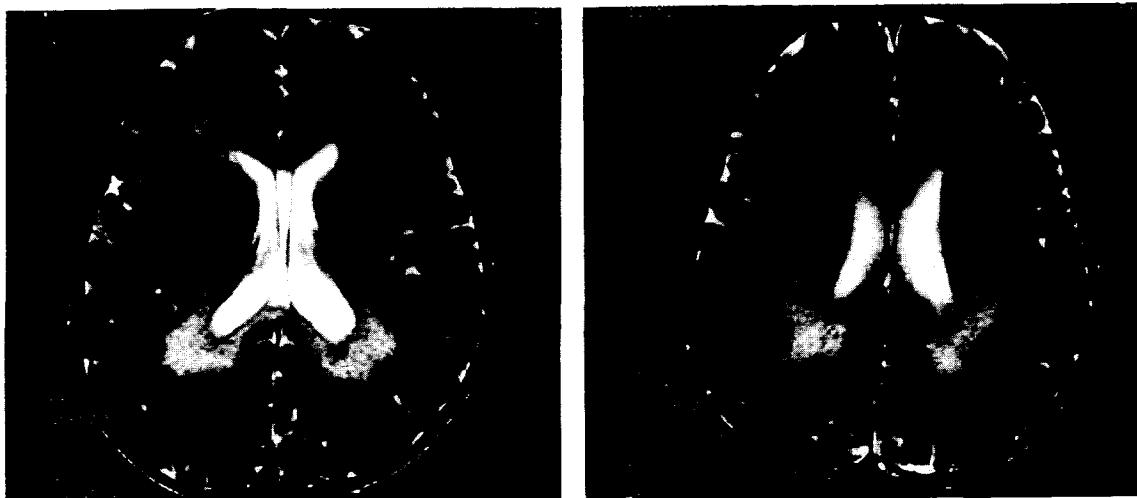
Brain MRI showed high signal intensity bilaterally over the periventricular white matter and centrum semiovale.
